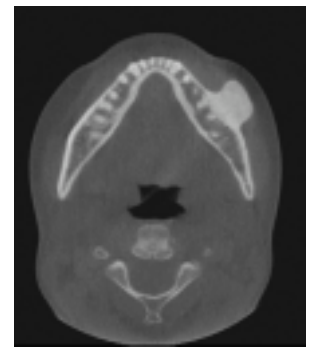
Preoperative coronal CT view.
